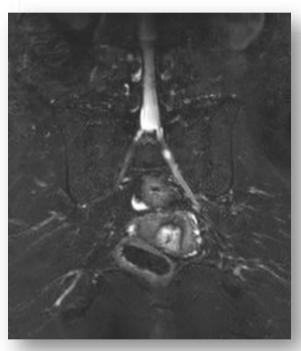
Imagerie du nerf : Echo Vs IRM
